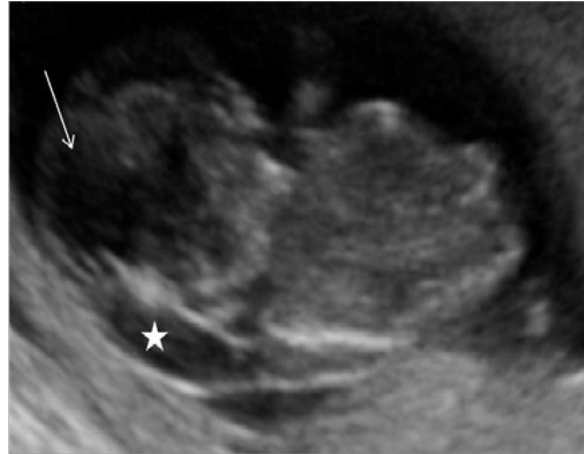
Grossesse de 14 SA, échographie anténatale montre un encéphalocèle occipital large (flèche) associé à un hygroma kystique cervical (étoile) [26].
